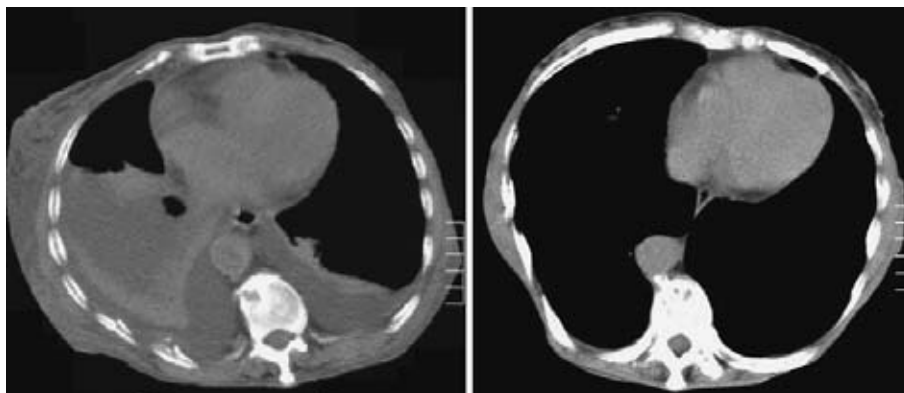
Thoracic Computed Tomography shows bilateral pleural effusion with atelectasis of the right lower lobe on 2nd hospital day (left). Pleural effusion solved after discontinuation of pergolide (right).
